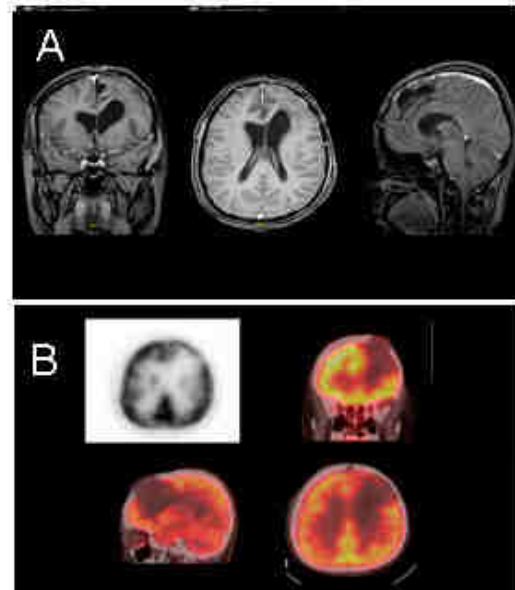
A y B: RMN craneal , en secuencia T1 en cortes coronal, axial y sagital (13 A) se observan cambios postquirúrgicos en región fronto-parietal izquierdo con discreta área de encefalomalacia y dilatación del asta anterior izquierda del sistema ventricular, no se observa captación patológica en relación a exéresis total de lesión. Se practicó a las 12 semanas aproximadamente PET scan (13B) que estableció en reconstrucción cortes coronal, sagital y axial (Ver figura 13B) ausencia de actividad metabólica en lecho tumoral en relación a ausencia de residuo tumoral.
